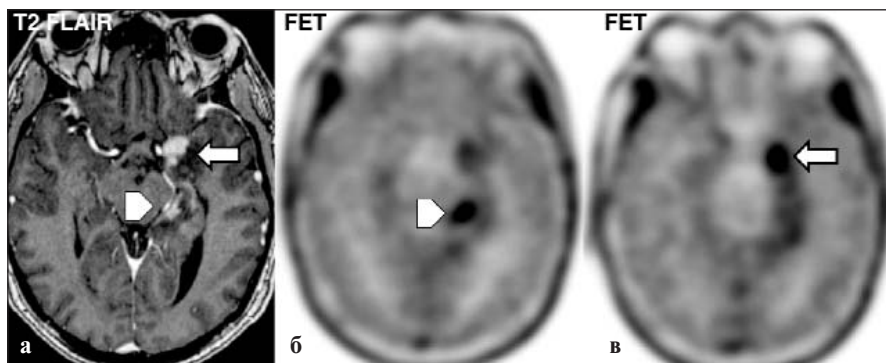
МРТ головного мозга в режиме FLAIR (а) и ПЭТ/КТ с использованием FET (б, в; стрелками указаны очаги гиперметаболизма радиофармпрепарата)
